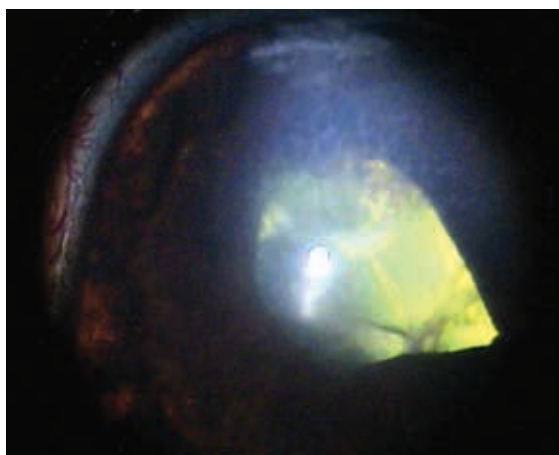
Edema corneal en un paciente operado de cataratas. El endotelio de la córnea puede dañarse en toda cirugía intraocular. El empleo de viscoelásticos, la reducción de la potencia de ultrasonidos durante la facoemulsificación y una cirugía corta minimizan estos riesgos.
